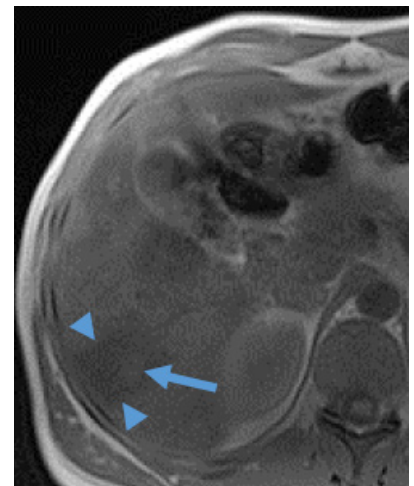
MRI (T1w) – Isointense nodular lesion (arrow) surrounded by hypointense liver parenchyma – edema (arrowheads).
